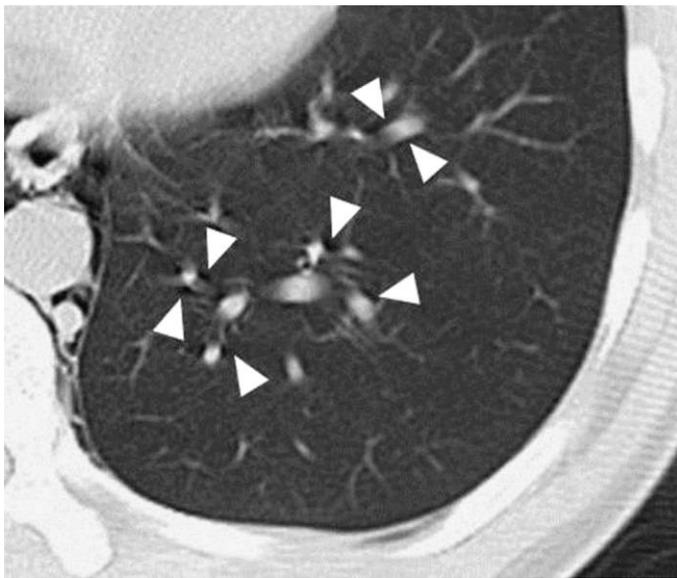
SPM の CT 像で Macklin effect による空気貯留が更に肺野の末梢の気管血管鞘まで進展している。（△矢印）気胸や胸水を認めたものはなかった。
